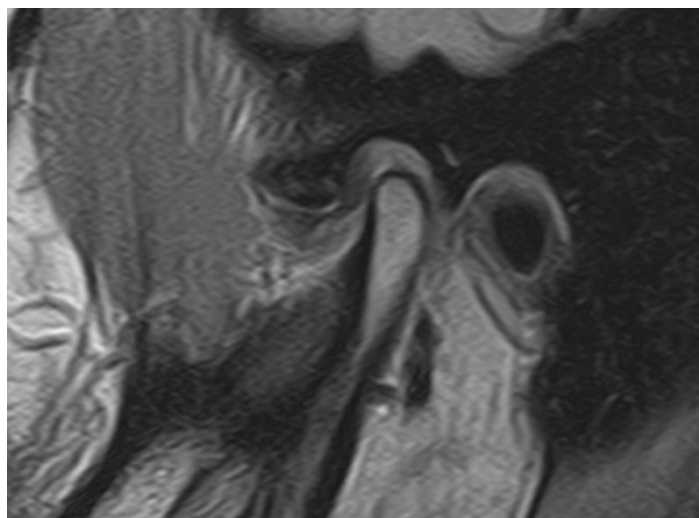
Данные МРТ ВНЧС пациента до лечения
